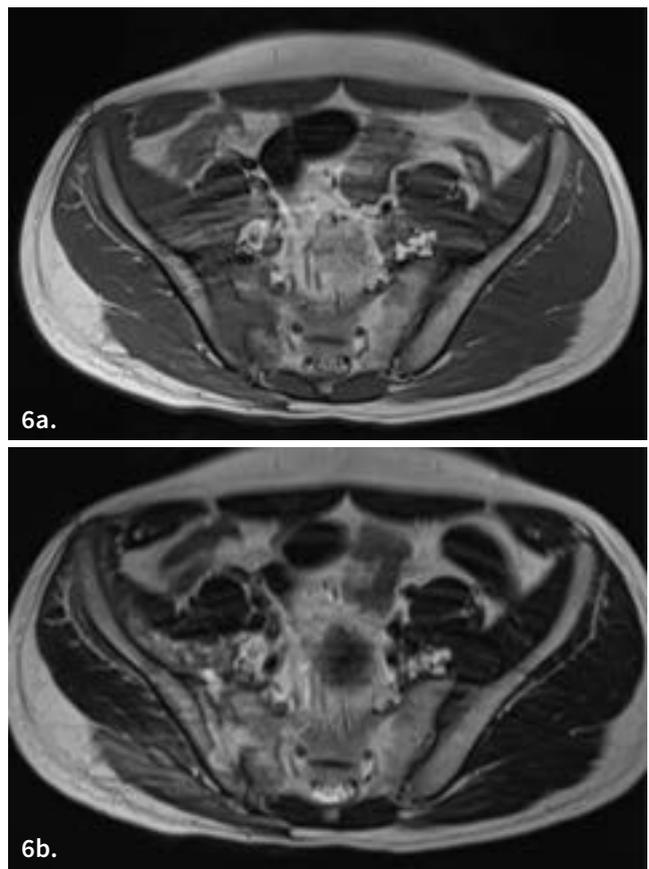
RMN Simple de pelvis a los 3 meses posquirúrgico, 6a. Corte axial T1, 6b. Corte axial T2
